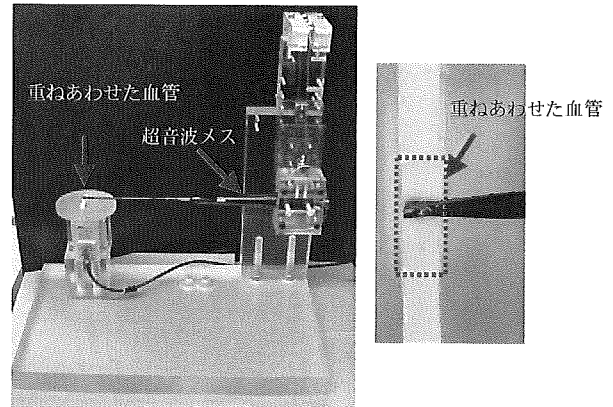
超音波メスによる血管同士の接着実験 概観図
